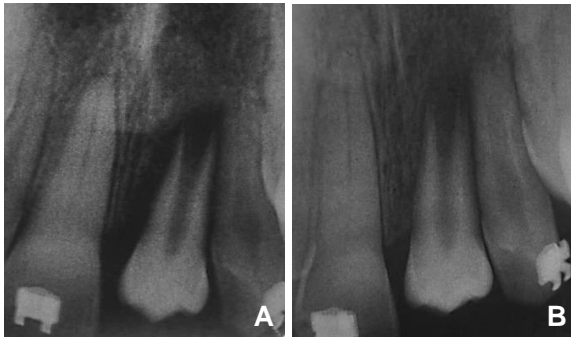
Radiografias periapicais. Pós-operatória de uma semana (A). Após três meses do transplante (B).
